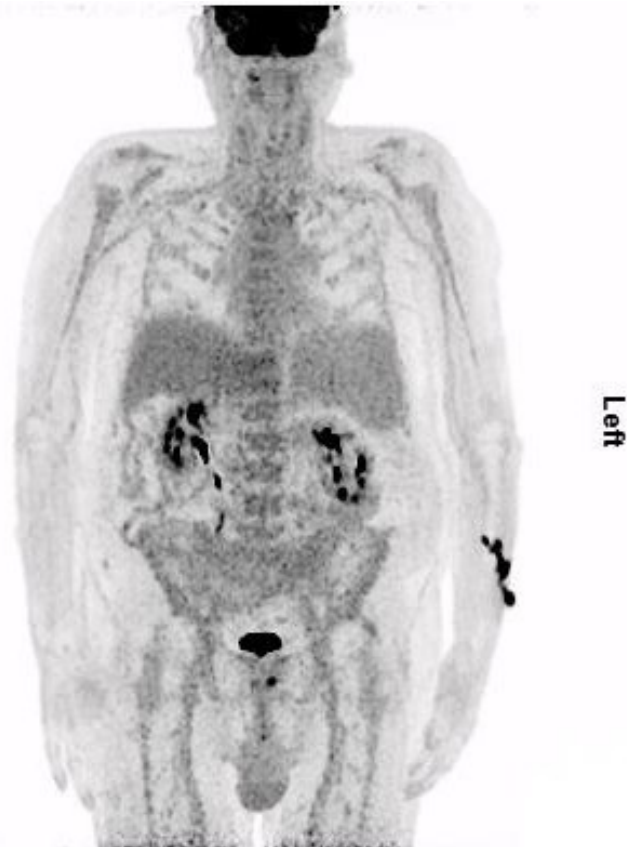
^{18}F -FDG PET Ganzkörper MIP 30 Min. p.i. mit Zeichen der zentralen und peripheren Knochenmarksaktivierung
